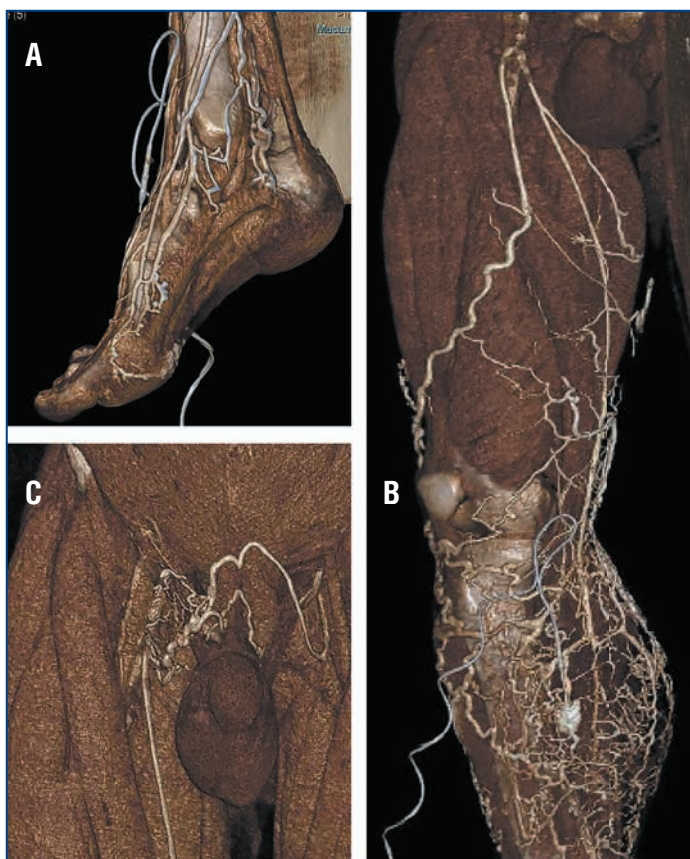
Контрастно усиленная прямая КТ-венография нижних конечностей с 3D-реконструкцией
